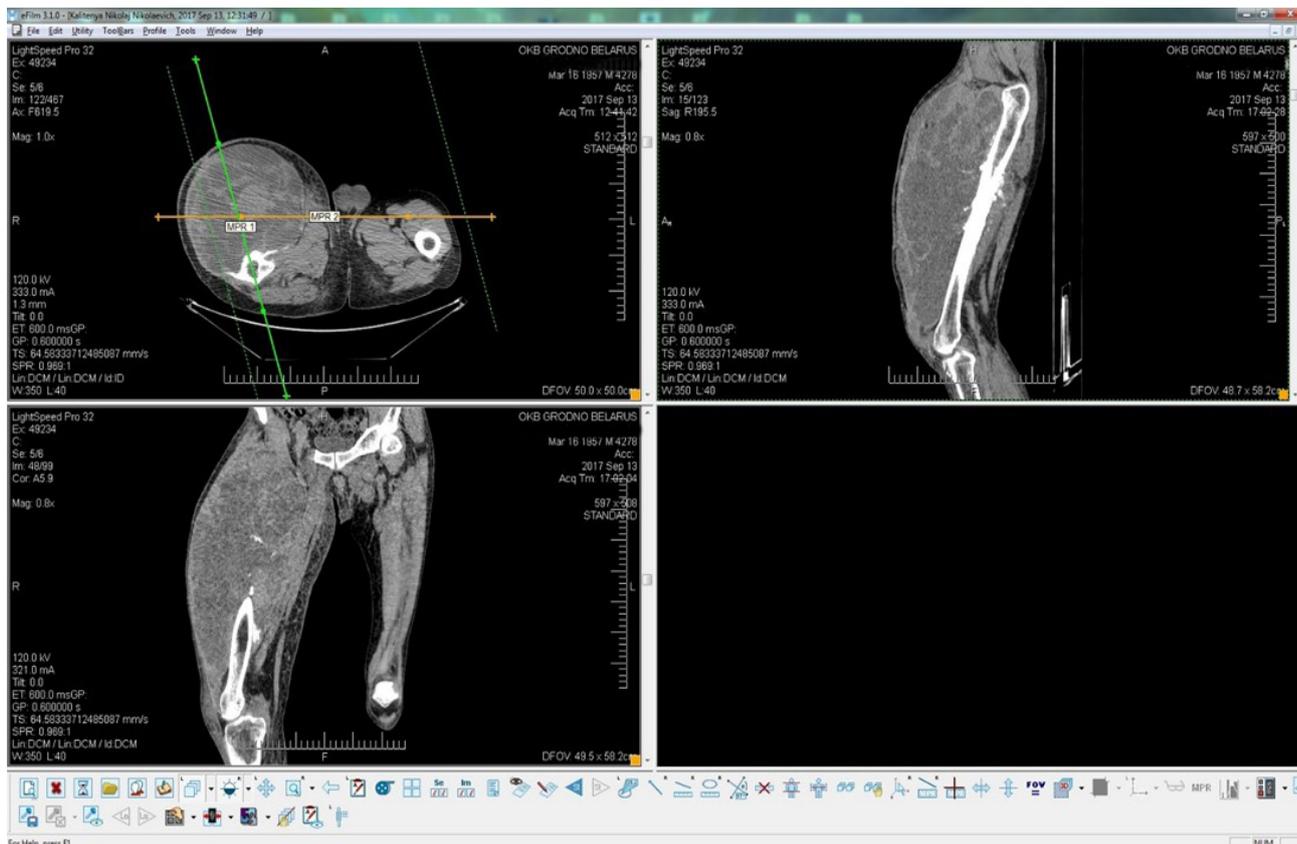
Опухоль мягких тканей правого тазобедренного сустава (данные компьютерной томографии)
